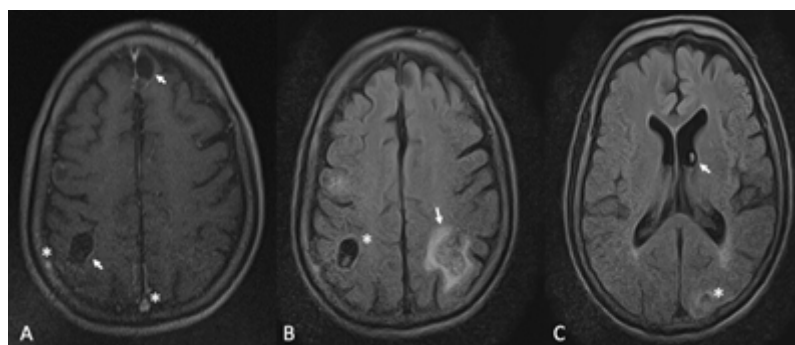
Resonancia magnética de cerebro potenciada en T1 post gadolinio (A), FLAIR (B y C). En (A) se observan lesiones en fase coloidal (flecha blanca), nodular calcificada (asterisco). En (B) se identifican lesiones en fase vesicular (asterisco) y nodular granular (flecha blanca). En (C) se aprecia lesión en fase vesicular, escólex ventricular (flecha blanca) y nodular granular (asterisco).
